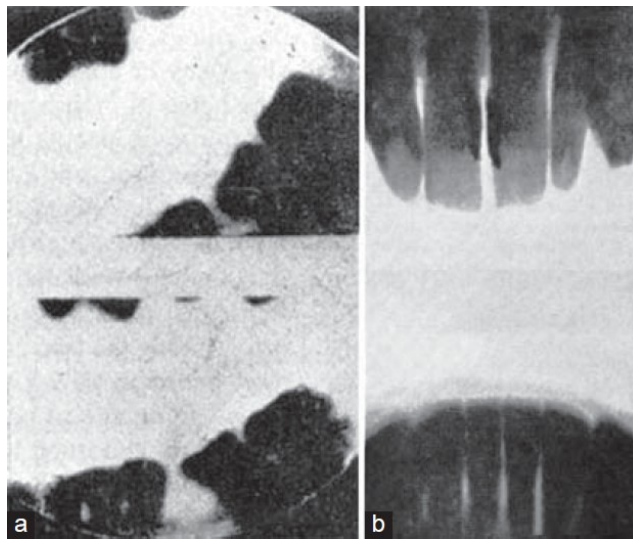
A primeira radiografia dentária obtida por Otto Walkhoff, na Alemanha (Canger & Çelenk, 2013)
